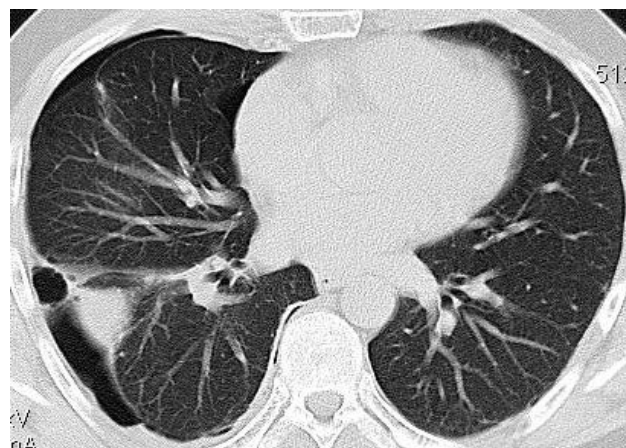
Минимальное количество воздуха в правой плевральной полости, выявленное только при компьютерной томографии на выдохе, после предшествующей индукции плевродеза путем распыления склерозанта через дренаж
